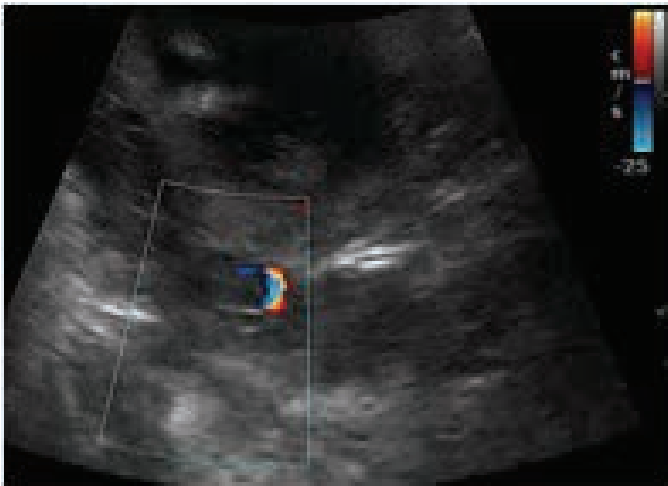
Aquisição do Doppler colorido das artérias uterinas no primeiro trimestre da gestação
